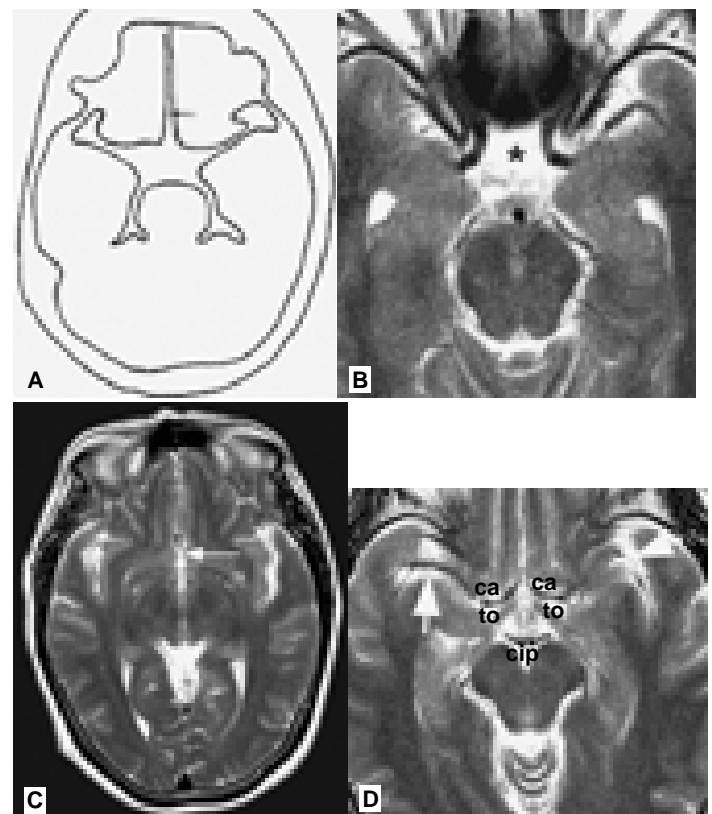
A) Representación esquemática en corte axial de las cisternas quiasmática (número 1 en la figura), de la lámina terminal (número 2), y las cisternas Silvio (número 3). B, C y D) Imágenes de RM axiales. Flecha larga, cisterna de la lámina terminal; * cisterna quiasmática; flecha grande, cisternas silvianas; ca, arterias cerebrales anteriores; cip, cisterna interpeduncular; to, tractos ópticos.
